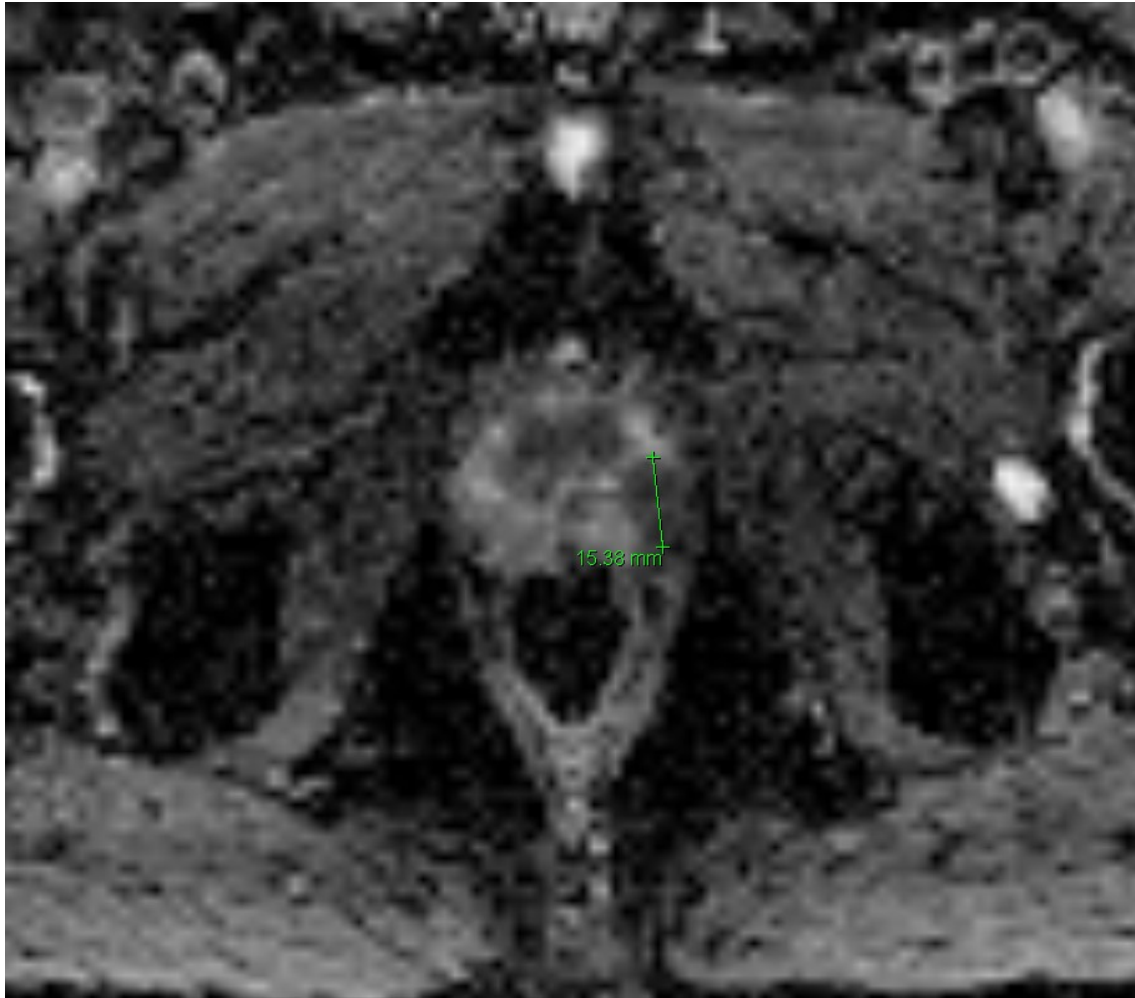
ADC-Map aus multiparametrischer MRT axial
